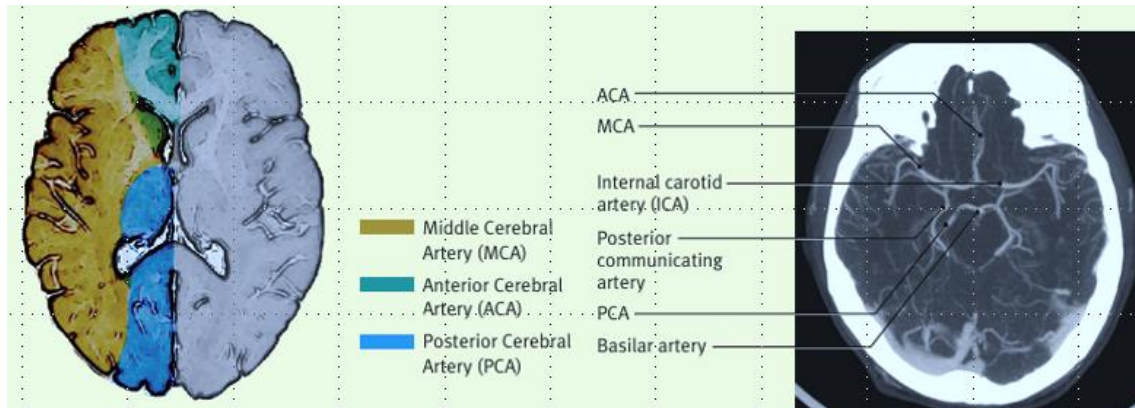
Identificação das diferentes artérias cerebrais numa imagem de angio-TC, num corte axial, reconstrução MIP com a respetiva ilustração do território do cérebro que cada artéria é responsável (Muir, 2009)
